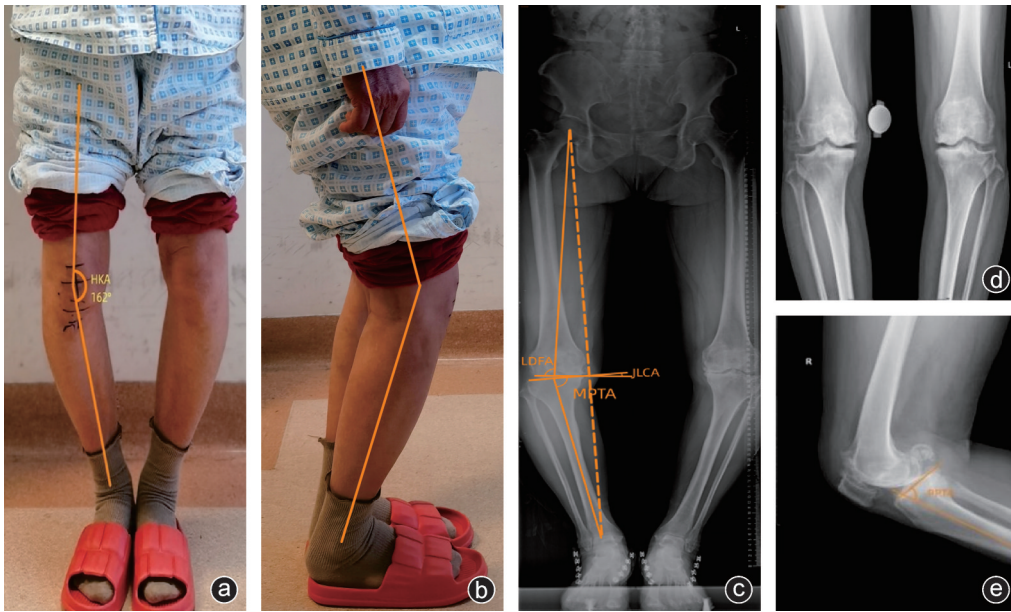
病例1,女,双侧膝关节重度骨关节炎伴内翻畸形 a:正位外观照示病人右侧膝关节严重内翻畸形;b:侧位外观照示病人右膝屈曲畸形;c:术前下肢全长X线片示右膝严重内翻畸形;d:正位X线片示内侧软骨下骨硬化伴内外侧骨赘形成;e:侧位X线片示前后髌大量骨赘形成
